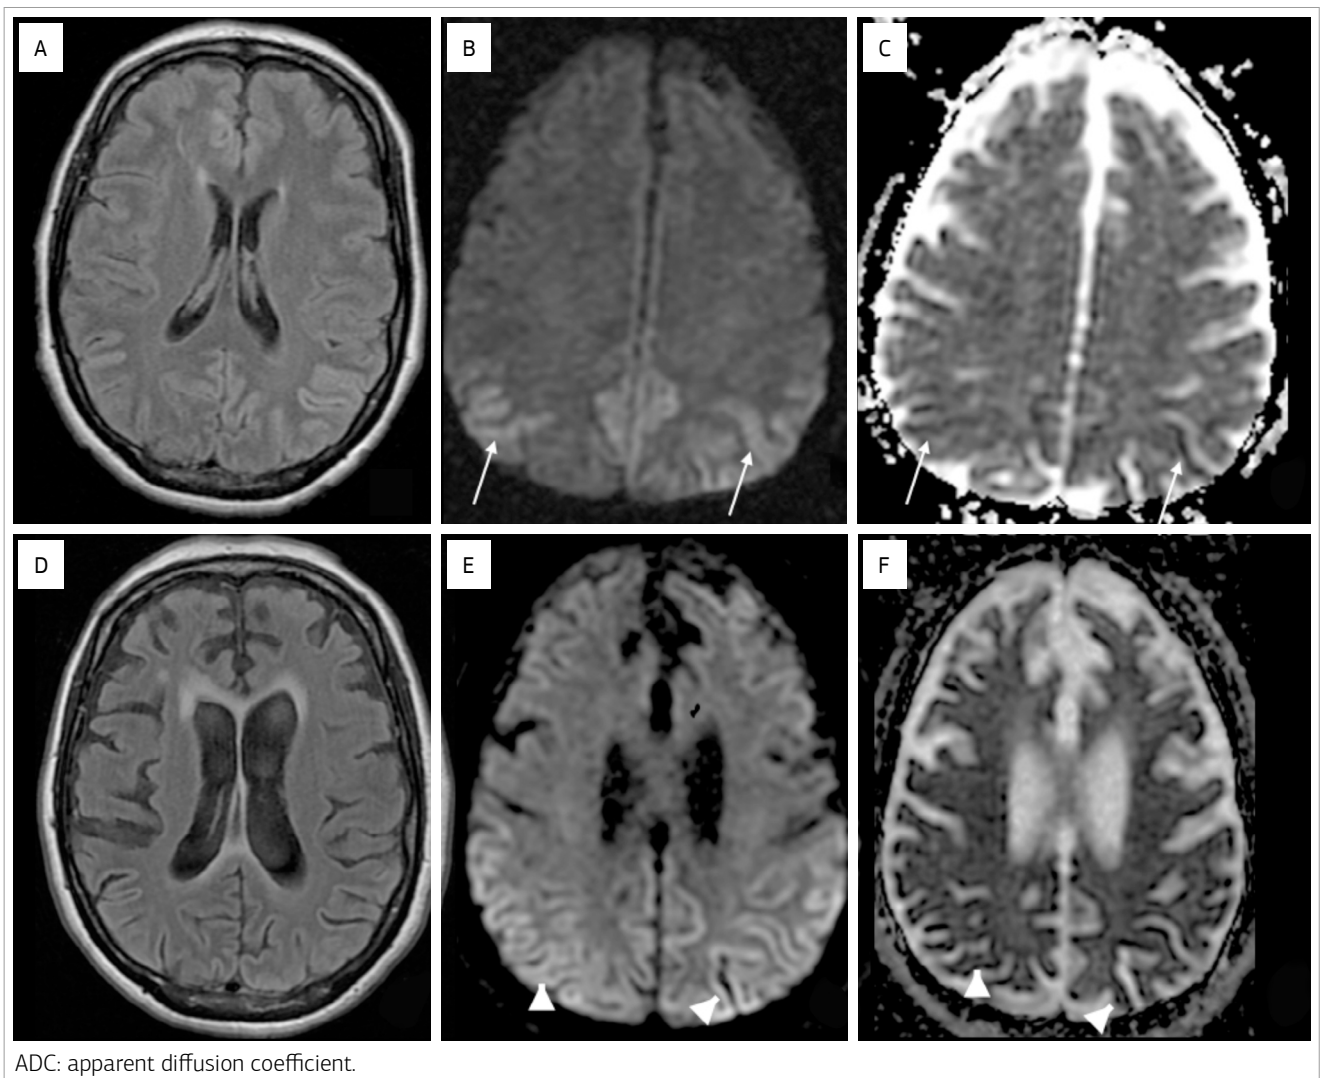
(A, B, C) First row shows prior magnetic resonance imaging (MRI) and (D, E, F) second row the last one. They are 78 days apart. (A, D) Fluid attenuated Inversion Recovery (FLAIR) images show a brain atrophy with ventricular enlargement. Diffusion weighted imaging (DWI) (B and E: B=1000; C, F: ADC maps) demonstrates diffusion restriction at occipitoparietal cortex (arrows in first exam and arrowheads in the last one). Cortical diffusion restriction may correlate with pathological findings on neurons loss.
